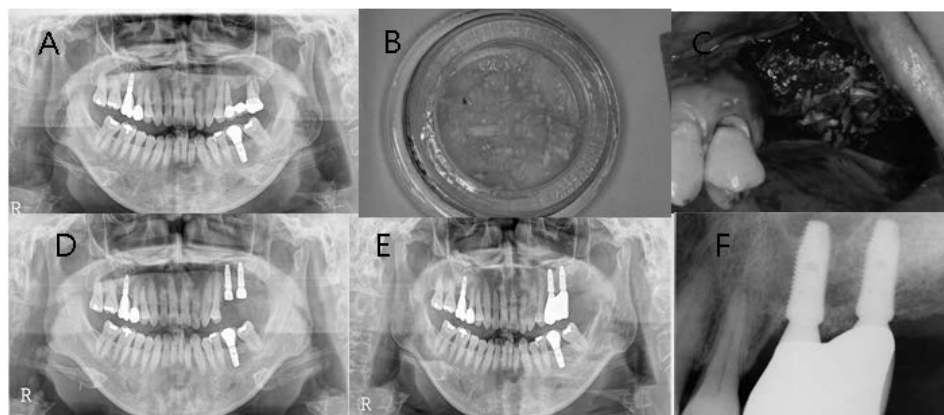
Sinus bone graft using AutoBT chips, BioOss and PRP and delayed implant placement at #25~26 area. (A) Initial panoramic radiograph. (B) AutoBT chips, (C) Sinus bone graft using AutoBT chips, BioOss and PRP. (D) Panoramic radiograph after implant placement. The implants were installed 3 months after sinus bone graft. (E) Panoramic radiograph 18 months after prosthetic loading, (F) Periapical radiograph 18 months after prosthetic loading.
